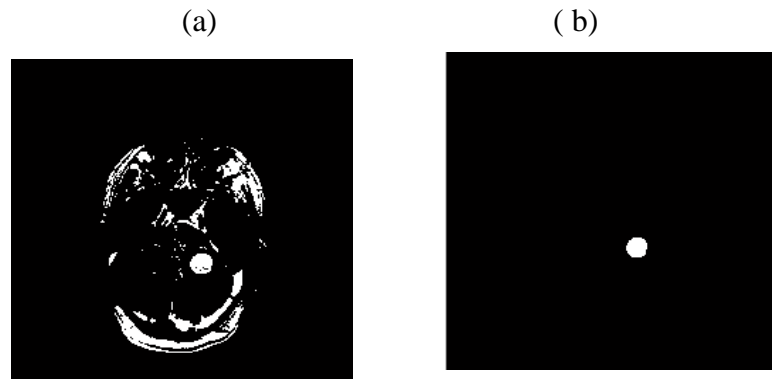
Imagen resultante de umbralizar: (a) una imagen de RM con un umbral $T \geq 1700$ y (b) modelo de la lesión tumoral cuando se separó del resto de los bordes obtenidos
